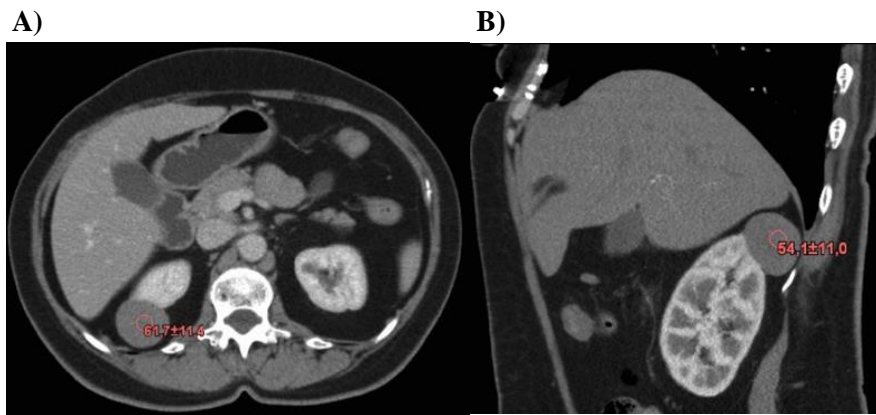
Typický sférický tvar a exofytický růst PRK1 dolního pólu levé ledviny (CT vyšetření). Nádor nalezen u 63leté morbidně obézní ženy (BMI 41,0).
